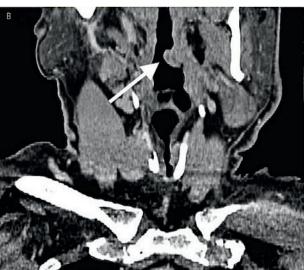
Компьютерная томография гортани
